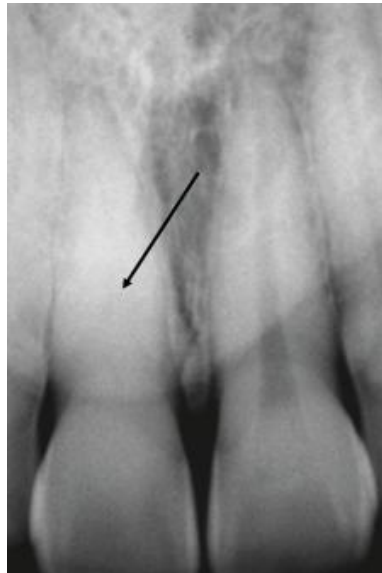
Radiografía de la pieza 11, comprobación de la calcificación pulpar.
